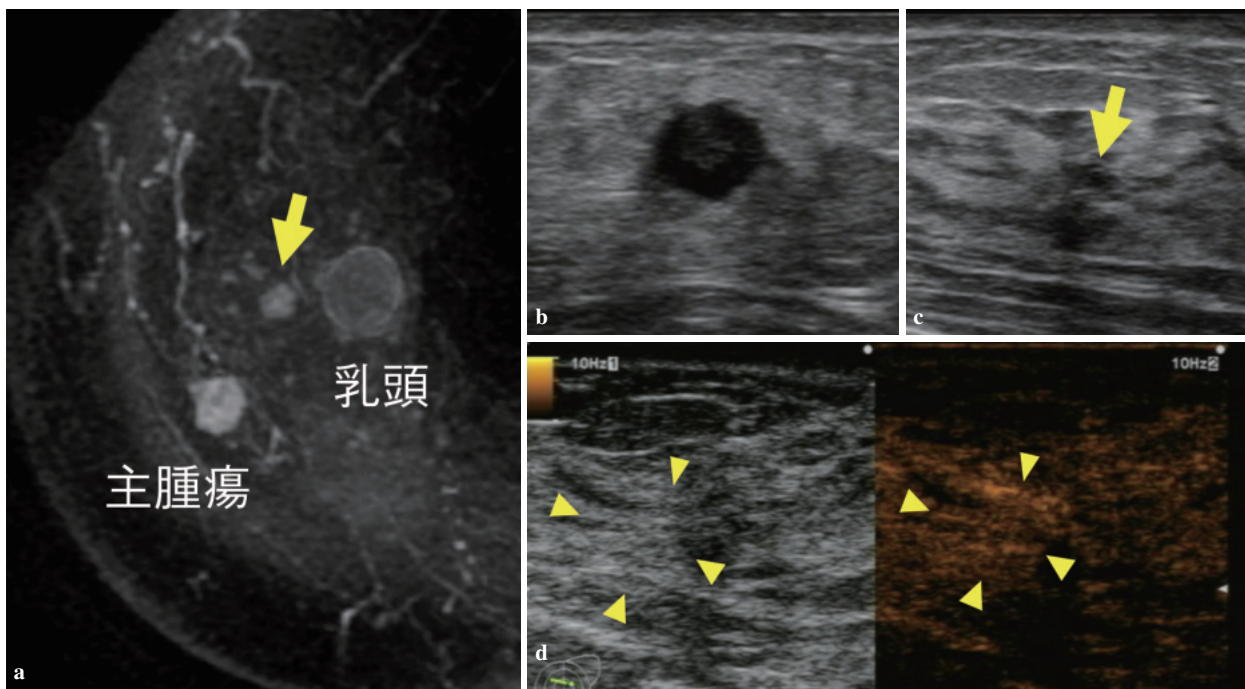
a：MRI(T1造影早期相). 主腫瘍の近傍に低エコー腫瘍(⬇)を認めた. b：US. 主腫瘍. c：セカンドルックUS. 候補となる低エコー域(⬇)を認めた. d：CEUS. 低エコー腫瘍の近傍がMRIと同様の形状に淡く造影された(△).
